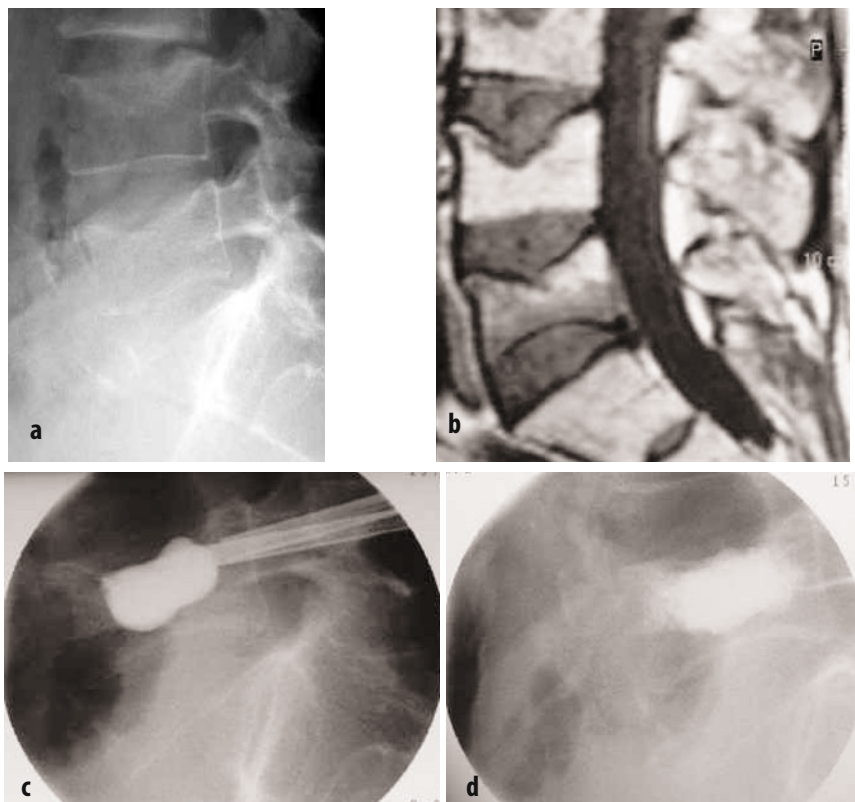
a-d. a Paziente maschio di 48 anni affetto da frattura vertebrale di L5 da osteoporosi secondaria. b La sequenza RM evidenzia ipointensità di segnale in T1. c Controllo fluoroscopico intraoperatorio dell'espansione del palloncino. d Controllo intraoperatorio dopo l'iniezione del cemento
